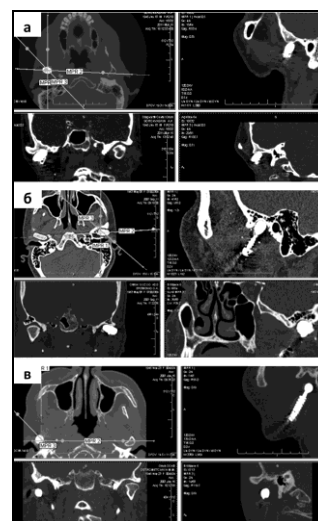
Различная степень несостоятельности эндопротеза головки нижней челюсти у пациентов группы I через 3 года после стабильного функционирования, а – в положении переднего подвывиха, пациент С-в; б – в положении латерального подвывиха, суставная щель четко определяется, пациентка Е-ва; в – в состоянии полного вывиха из суставной ямки, имеет меньшие размеры, пациентка О-ва. Томограммы.
